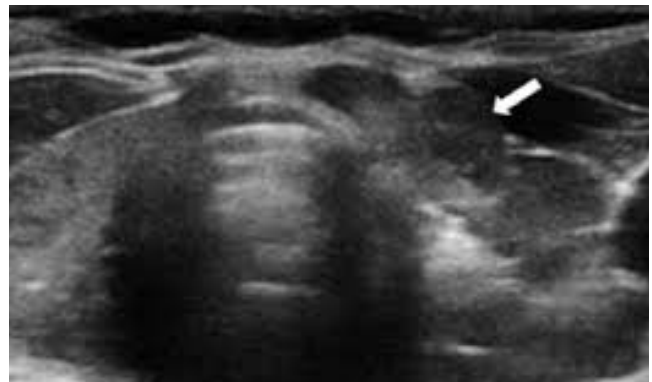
Ecografía: la flecha señala el nódulo tiroideo.
